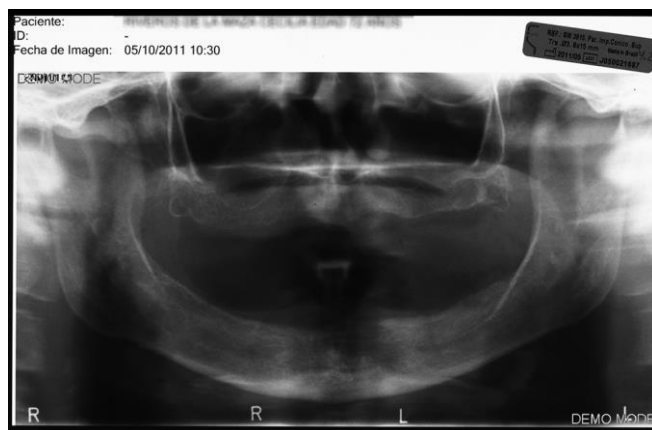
Ортопантомограмма до лечения.
